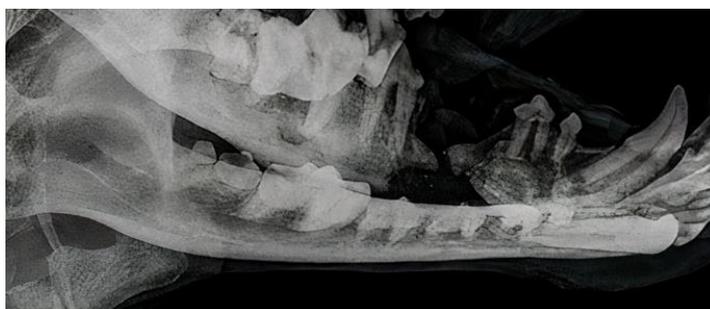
Рентгенологическая картина на 28-е сутки после хирургического вмешательства
